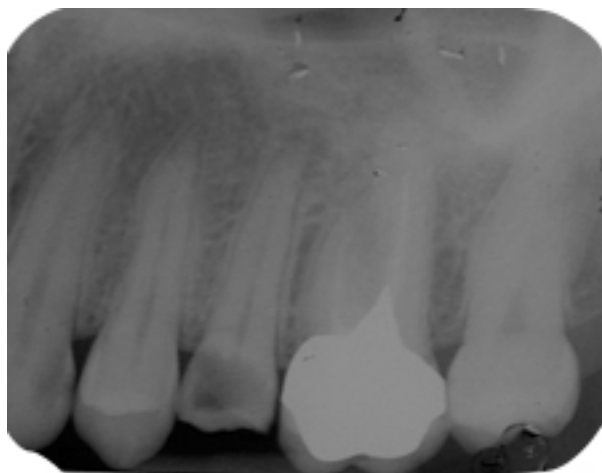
Immagine radiografica di elemento 15 affetto da parodontite apicale cronica.
